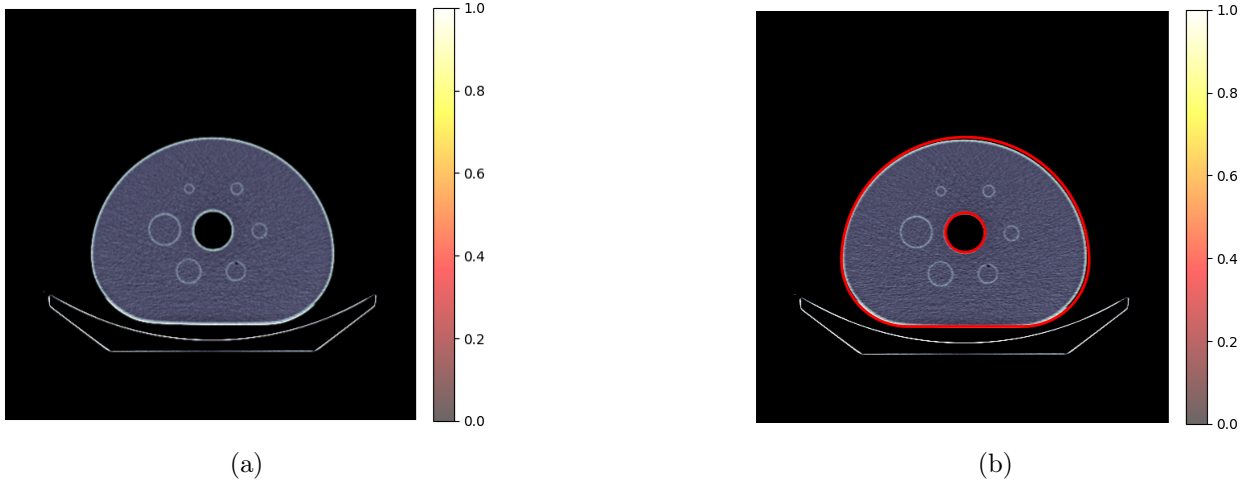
(a) Imagen CT. (b) Superposición del contorno del phantom sobre el CT.
